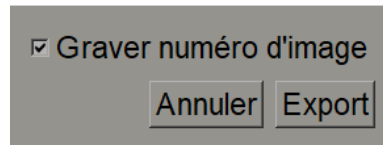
Boîte de dialogue *Exporter l'ultrason multcadre*
